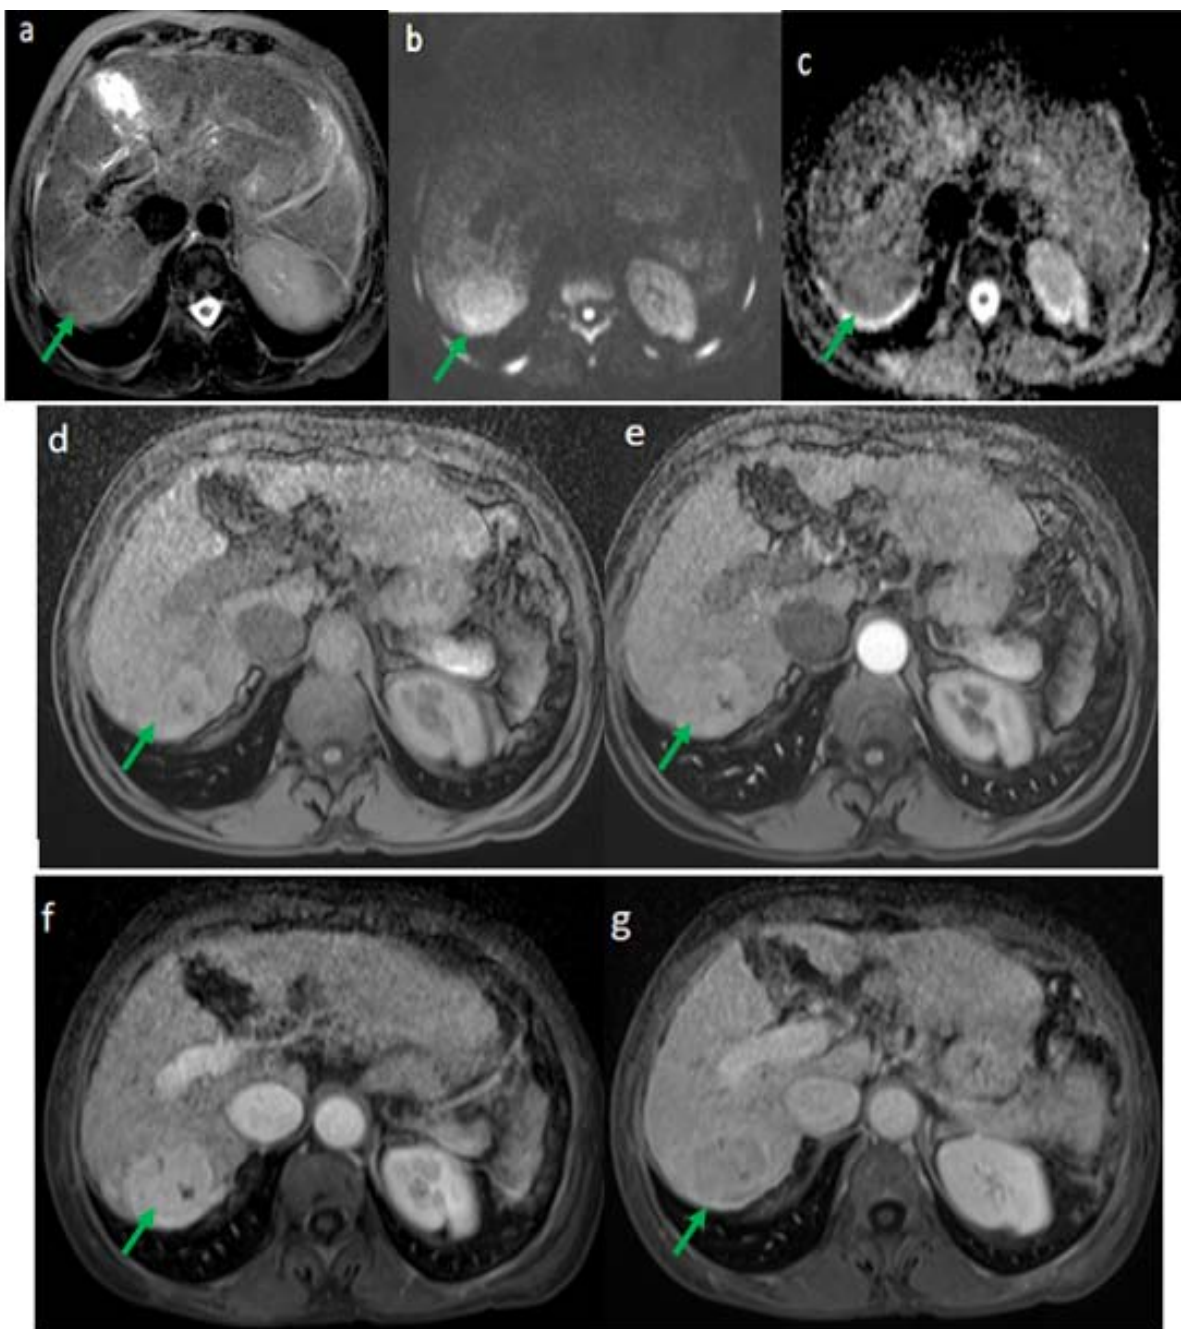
IRM hépatique montrant un CHC sur foie de cirrhose : Lésion nodulaire du segment VI, encapsulée en isosignal T1 (d), en isosignal T2 et diffusion (a,b) avec restriction de l'ADC (c).
